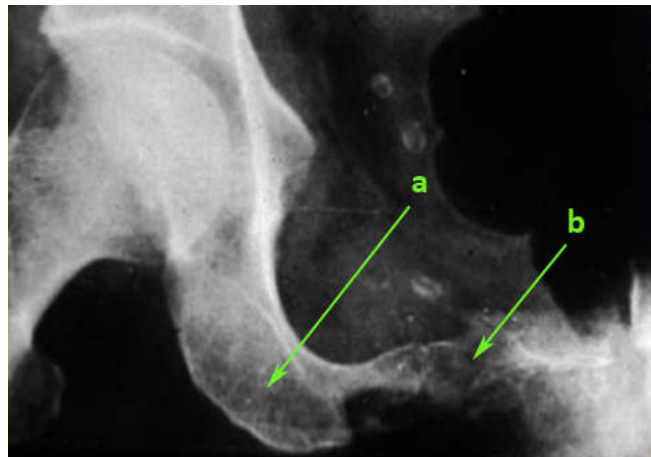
Radiografía de pelvis ósea. 1a: lesión osteolítica a nivel del isquion. 1b: lesión osteolítica a nivel de la rama isquiática próxima a la sínfisis del pubis.
